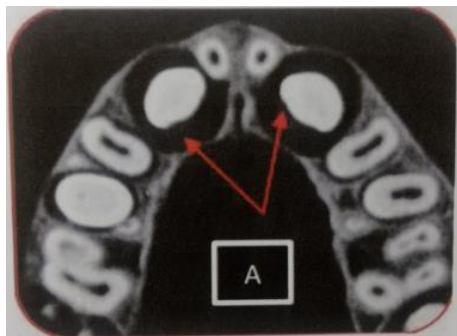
CBCT – coupe axiale démontrant 2 larges kystes folliculaires entourant les canines maxillaires (214)
